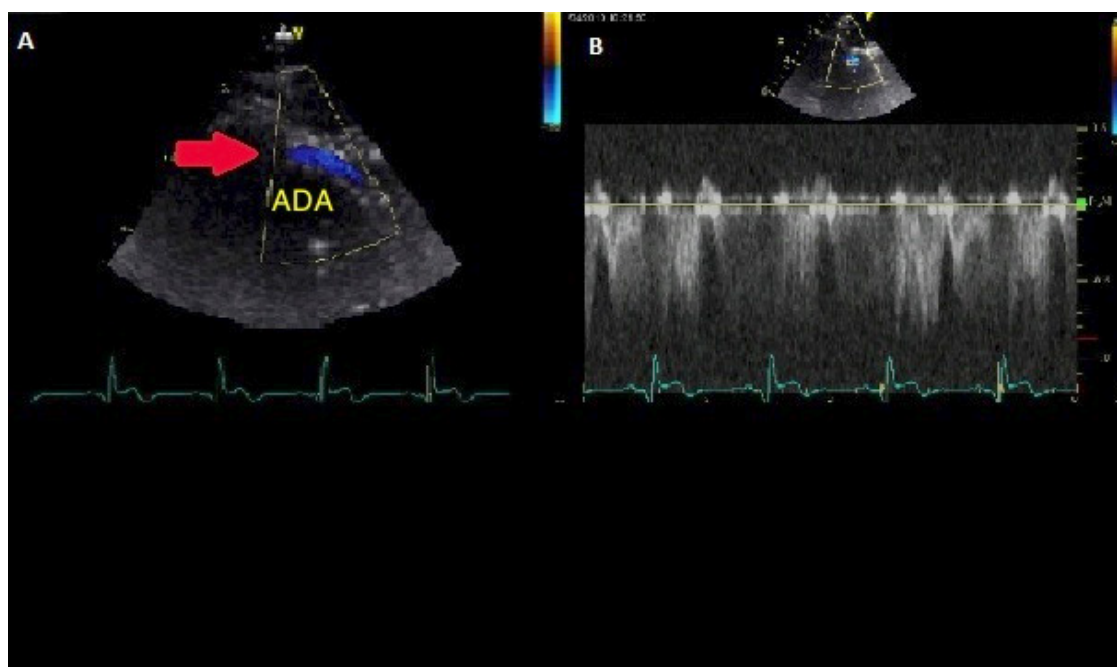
Flujo retrógrado en el segmento distal de la arteria descendente anterior (ADA) en el corte apical dos cámaras modificado visualizado por el Doppler en colores (flecha roja) en A y por el Doppler pulsátil en B. Flujo retrógrado en el segmento distal de la arteria descendente anterior (ADA) en el corte apical dos cámaras modificado visualizado por el Doppler en colores (flecha roja) en A y por el Doppler pulsátil en B.
